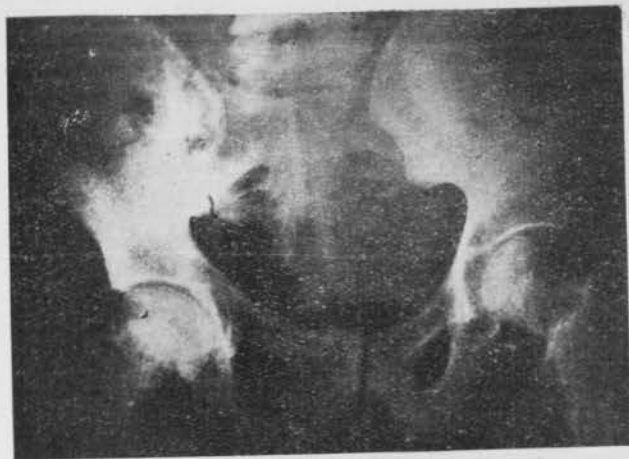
Radiografía de Pelvis. Zonas de condensación osteoplástica en iliacos y fémures de esponjosa densa.
